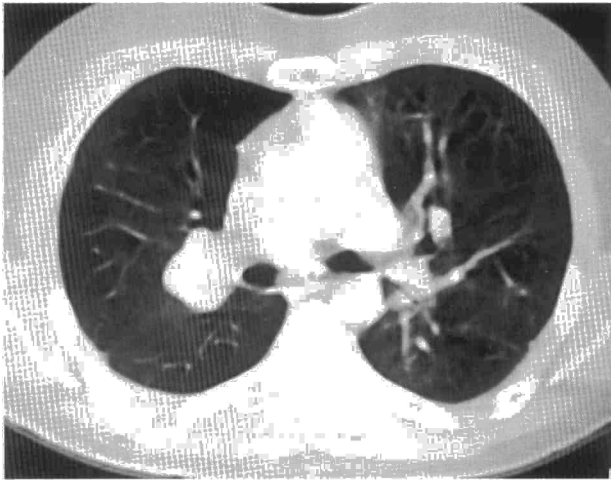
Corte de TC en el que se aprecia en el hilio pulmonar derecho imagen nodular polilobulada de contornos definidos y densidad homogénea.
